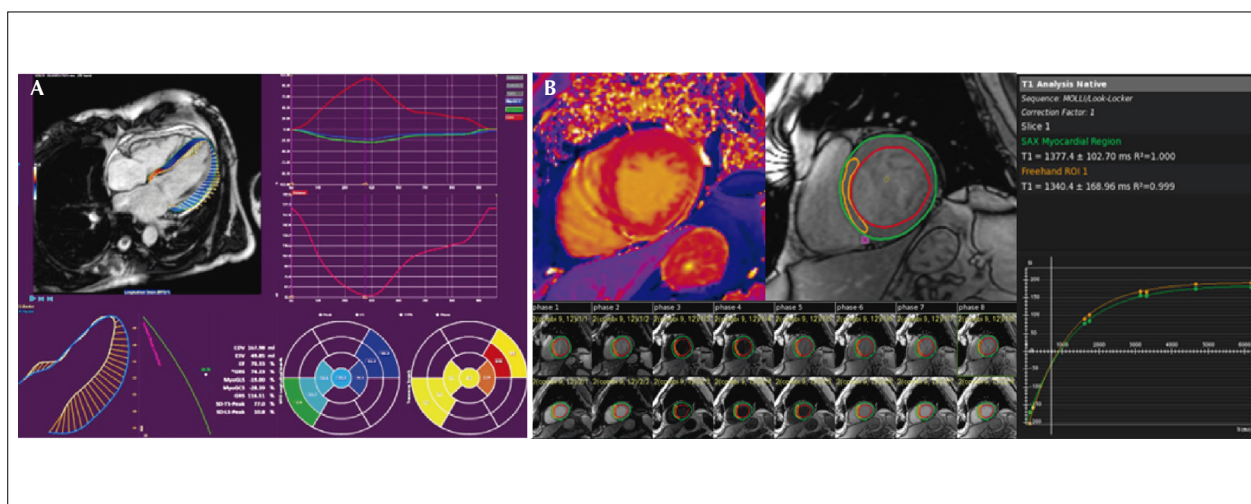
Técnicas avançadas em ressonância magnética cardíaca: (A) deformação miocárdica ventricular esquerda por strain (global e segmentar) normal; (B) mapeamento T1 alterado do ventrículo esquerdo (valores de T1 elevados e aumento do volume extracelular no septo de um paciente com miocardite).
